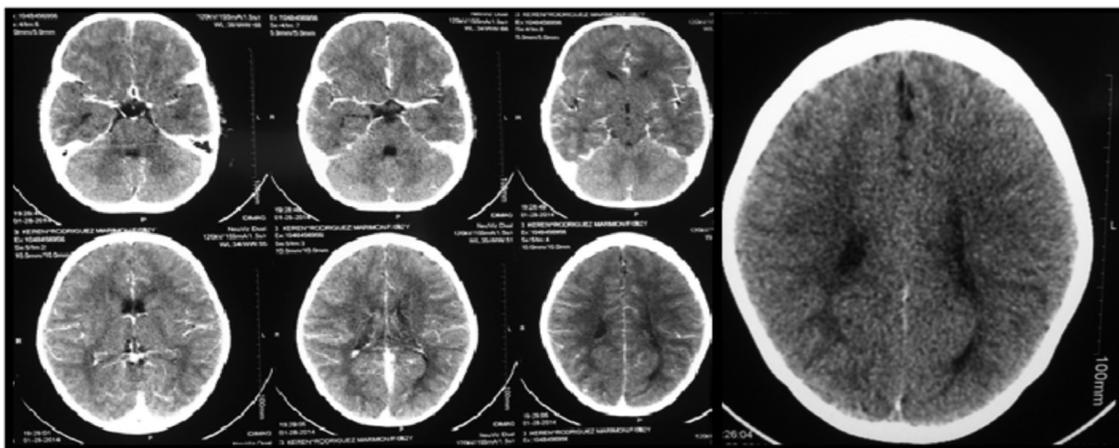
Imagen de TAC que muestra hallazgos en relación con cerebritis parietal izquierda, compatible con cisticercosis
